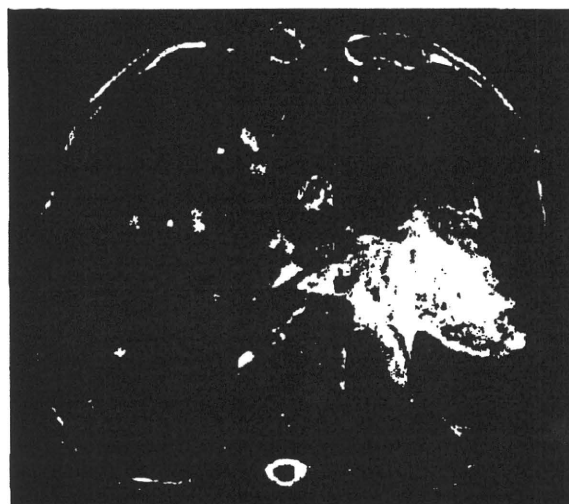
多発性転移性肝癌の SPIO 造影 MRI
